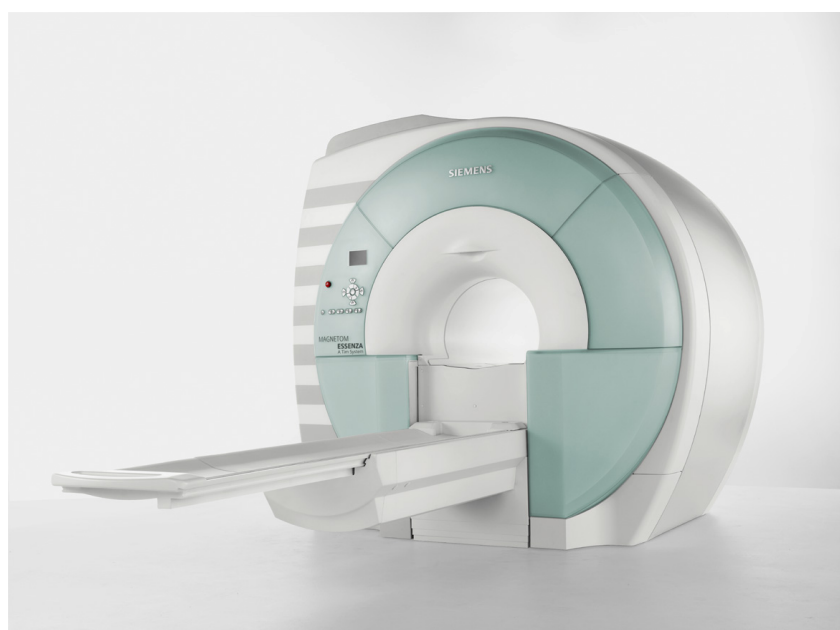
Imagem do Equipamento de Ressonância Magnética
